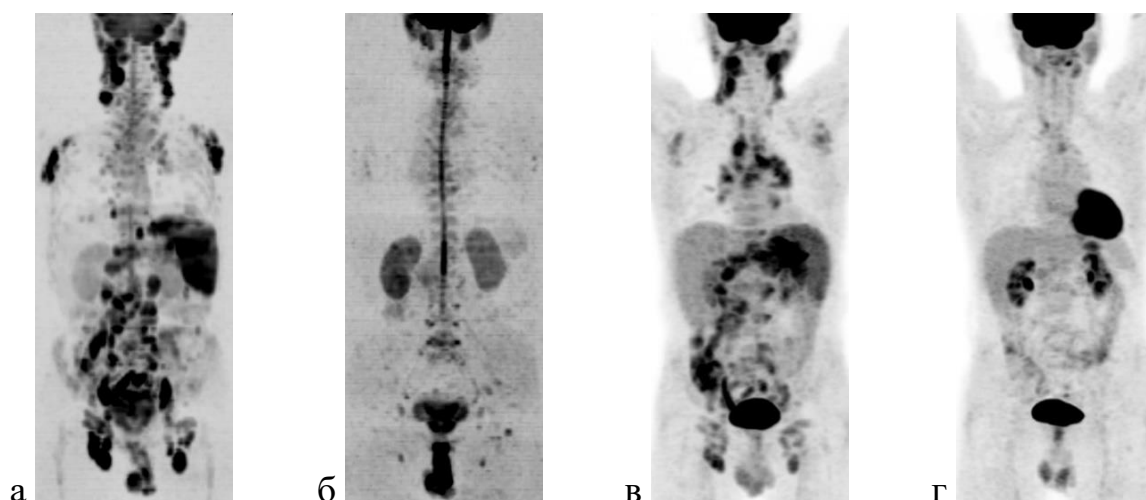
Полная регрессия после ХТ у пациента с НХЛ: ДВИ всего тела (а, б) и ПЭТ (в, г) до (а, в) и после (б, г) лечения
